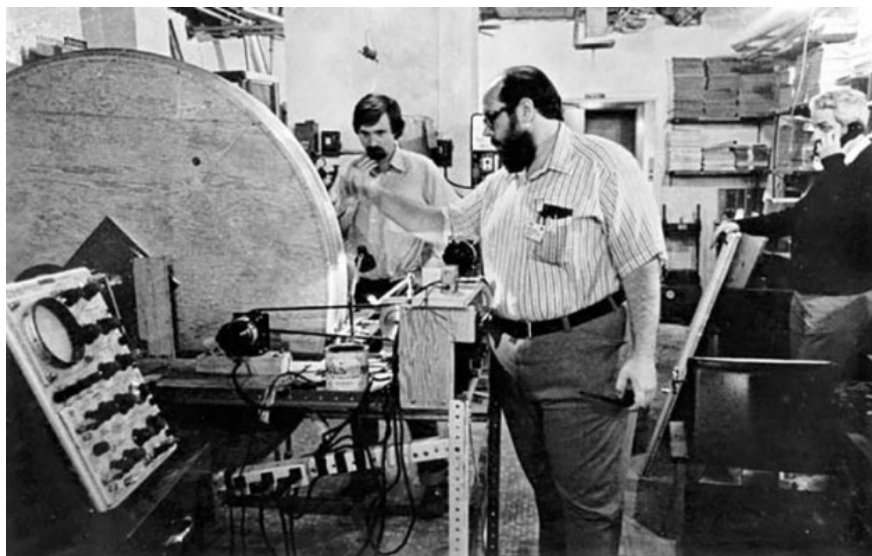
Пол Лотербур у прототипа МРТ. 1971 год.
